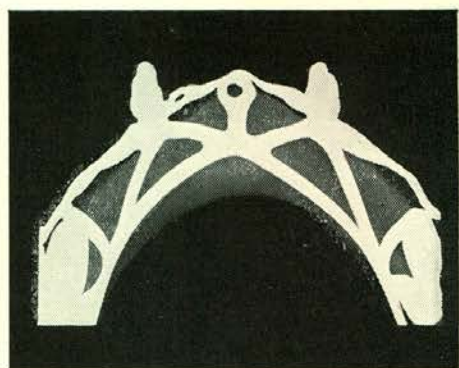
Opbeet Röntgenphoto d.d. 21-8-'53
